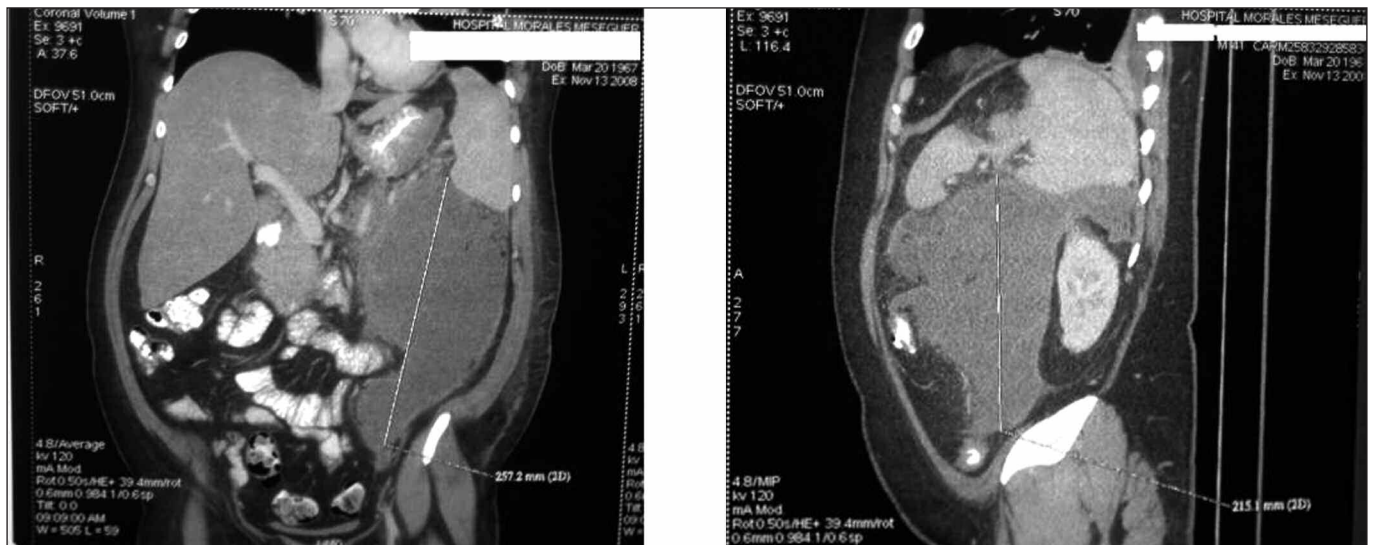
Cortes coronal y sagital de TC donde se objetiva pseudoquiste pancreático de 17 x 27 cm de tamaño que rodea cola de páncreas y ocupa espacio pararenal anterior, gotiera paracólica izquierda, hasta la pelvis, realizando efecto masa sobre el riñón izquierdo.
